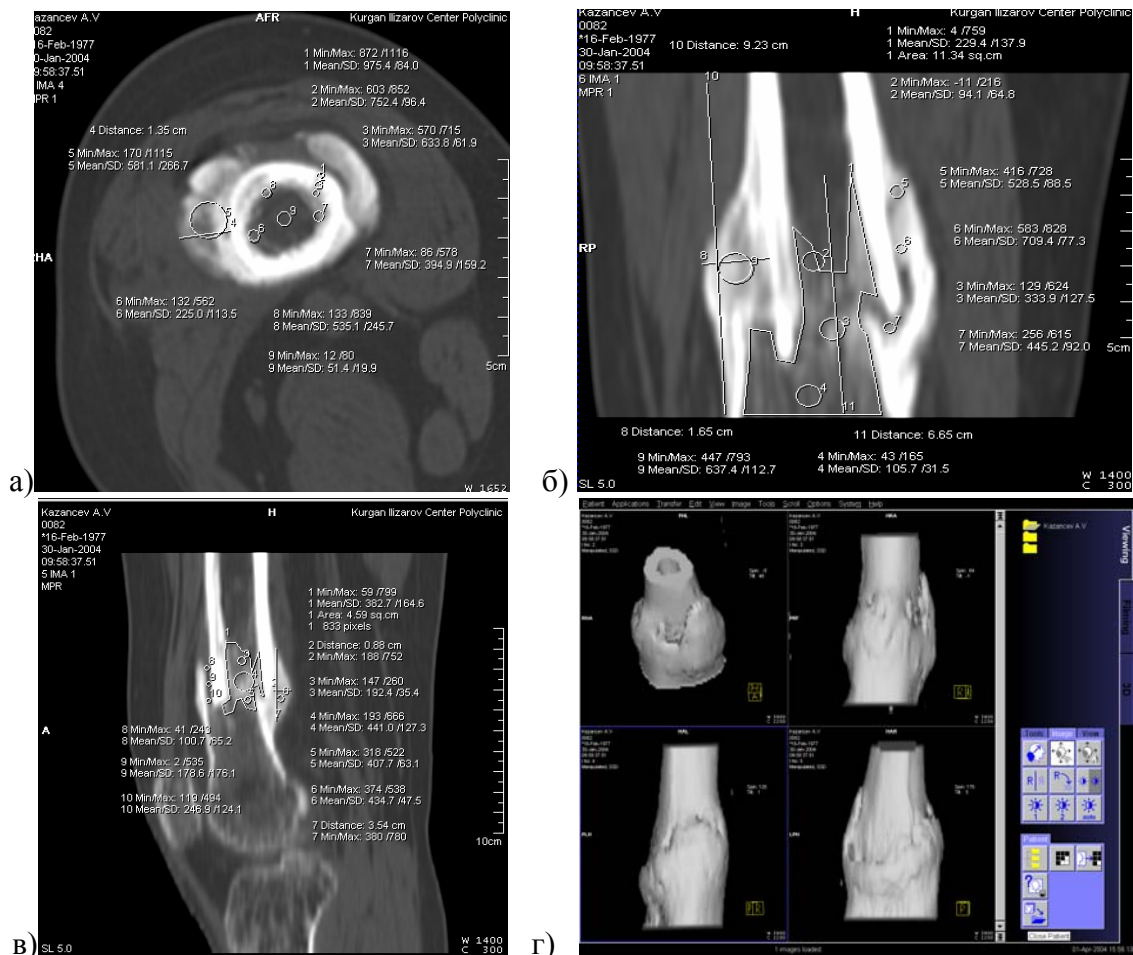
Компьютерные томограммы бедра больного К., 34 года, на границе нижней трети бедра. 7 месяцев после закрытого оскольчатого метадиафизарного перелома левой бедренной кости: а) аксиальный срез; б) MPR; в) MPR; г) VRT
